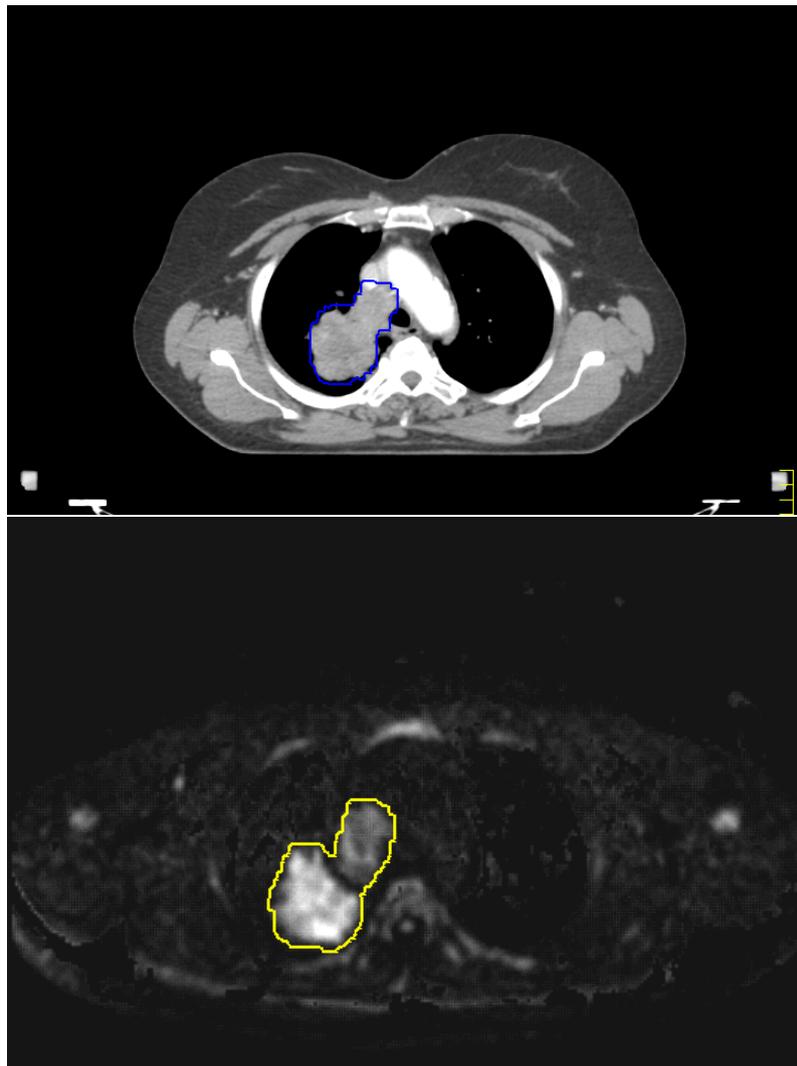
Fall 7: CT Abdomenfenster und DWI
